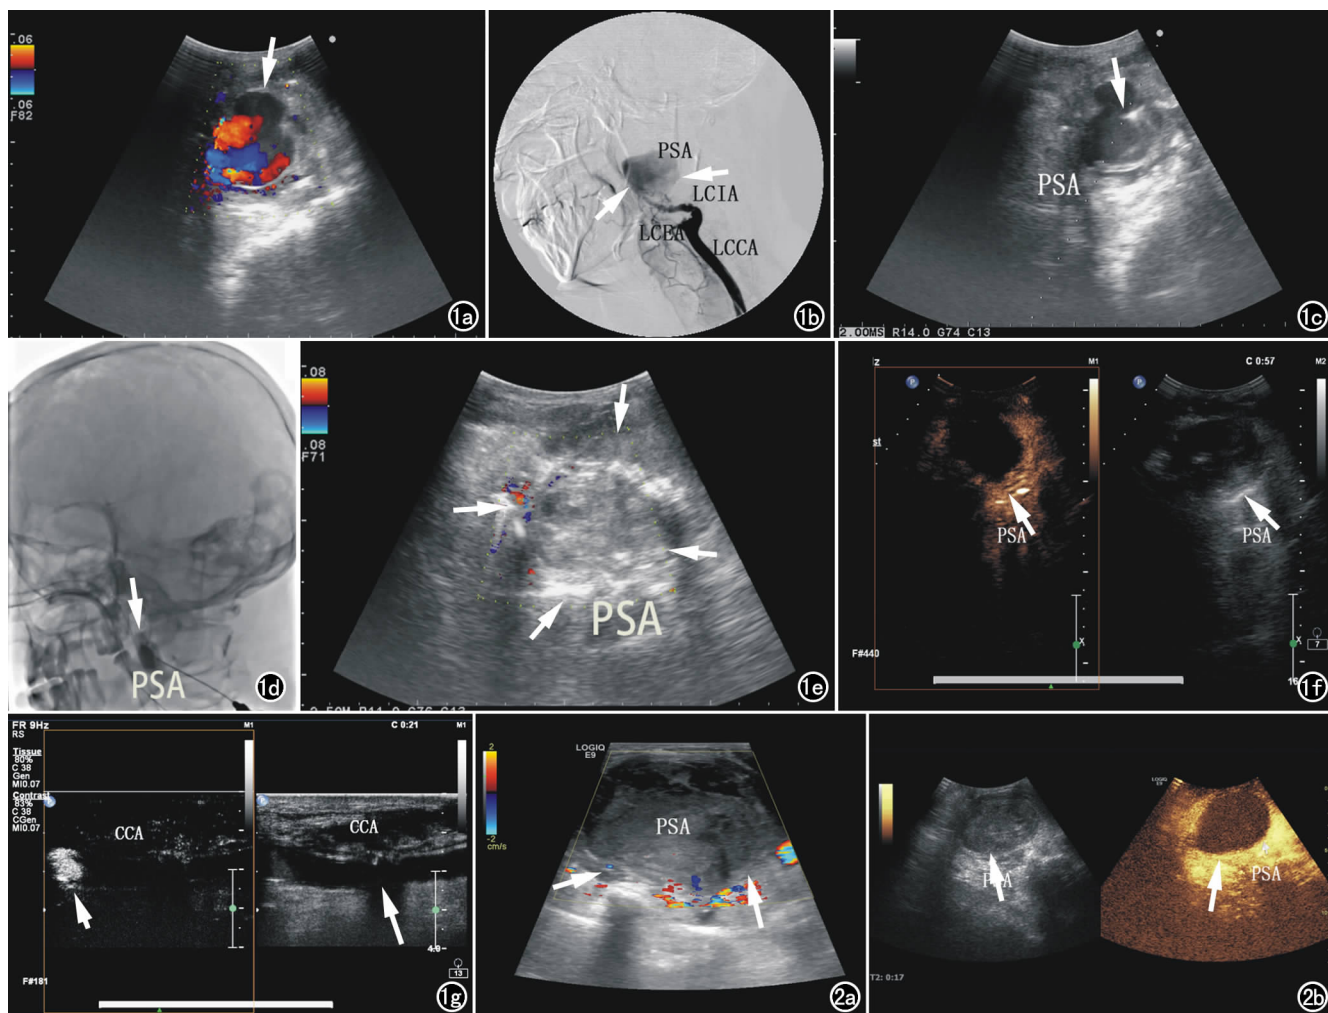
女, 62 岁, 左侧颈部 PSA。a) 入院后术前 CDUS 检查, 左侧颈部可见一无回声区(箭), 其内可见红蓝相间的涡流状动脉血流信号, CDUS 提示左侧颈部 PSA; b) 入院后术前颈动脉 DSA, 左侧颈内动脉起始段瘤壁不平整, 近段可见囊状动脉瘤(箭), 局部对比剂呈涡流改变, 远段颈内动脉未显影; c) 术中超声引导下穿刺瘤体, 确定针尖(箭)在瘤体内; d) 术中确定针尖在瘤体后向瘤体内注射对比剂后瘤体显影(箭), 颅内未见显影, 说明 PSA 未向颅内供血; e) 术中瘤腔内注射凝血酶后被血栓堵塞(箭), CDFI 无血流信号; f) 颈总动脉结扎术后 CEUS 示瘤体内无对比剂充填(箭), 提示瘤腔完全封闭; g) PSA 复发后行颈总动脉结扎术后超声造影示结扎处(长箭)及颈总动脉内血栓形成及, 其内无对比剂显影, 结扎远端小范围对比剂聚集区提示小血管出血(短箭)。
